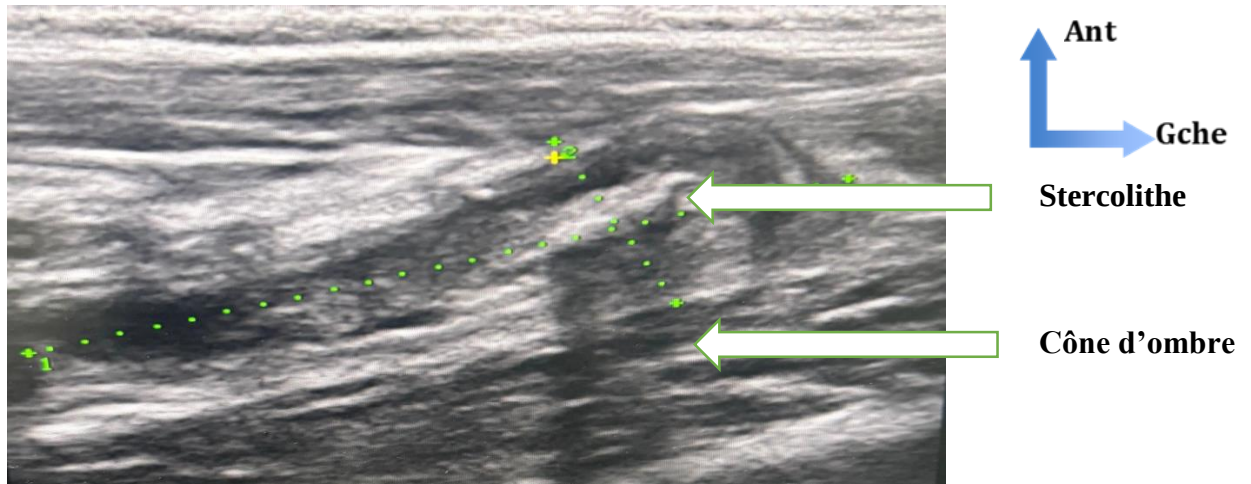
Image échographique d'une appendicite aiguë catarrhale
